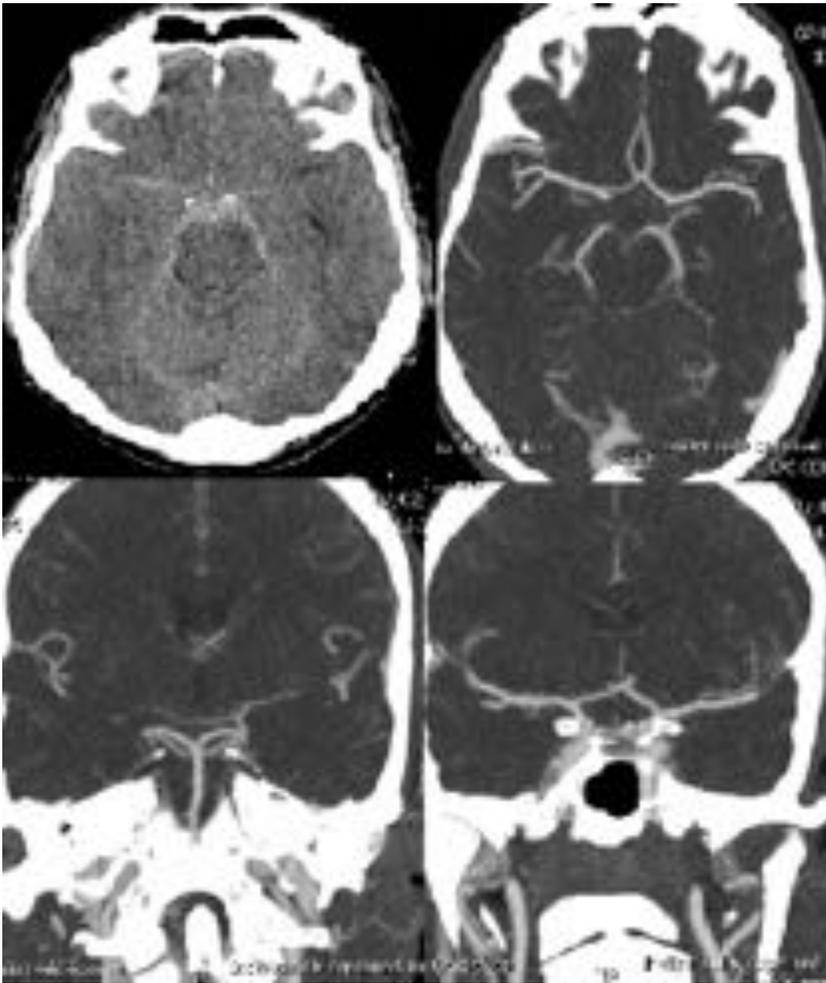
Cefalea intensa, náuseas y vómitos en paciente joven tras realizar deporte. TC sin contraste muestra HSA en cisterna supraselar, cisternas ambiens y prepontina. Con angio-TC no se identifican aneurismas.
